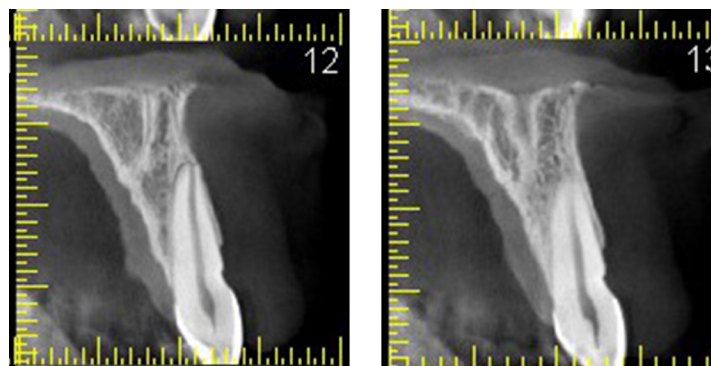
Tomografía, se observa la diferencia de tablas, siendo la vestibular más delgada con ínfimo tejido esponjoso entre ambas corticales.
